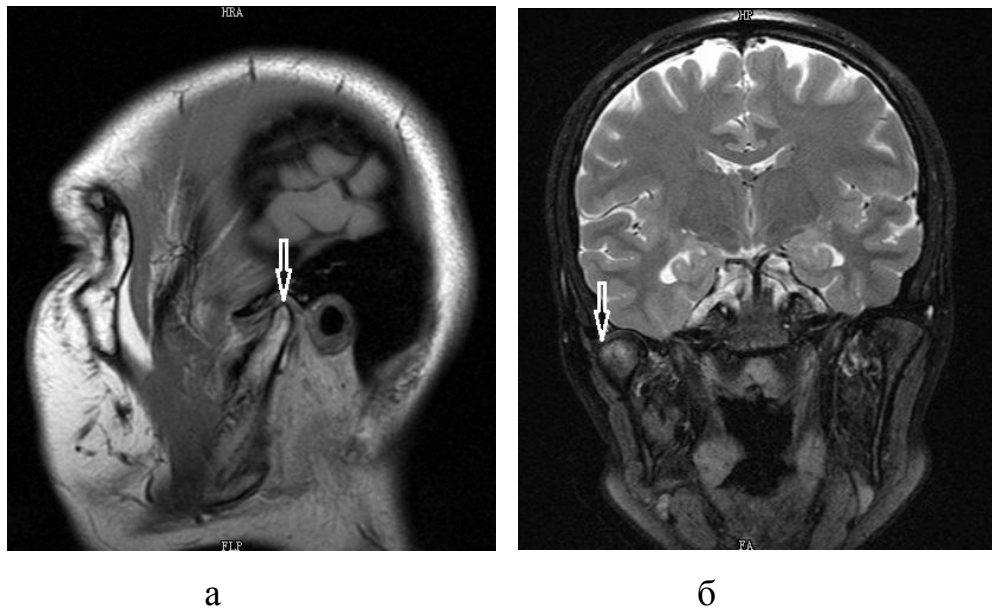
На МРТ ВНЧС субкортикальный склероз правого мыщелка: а – в кососагиттальной проекции; б – в аксиальной проекции.
